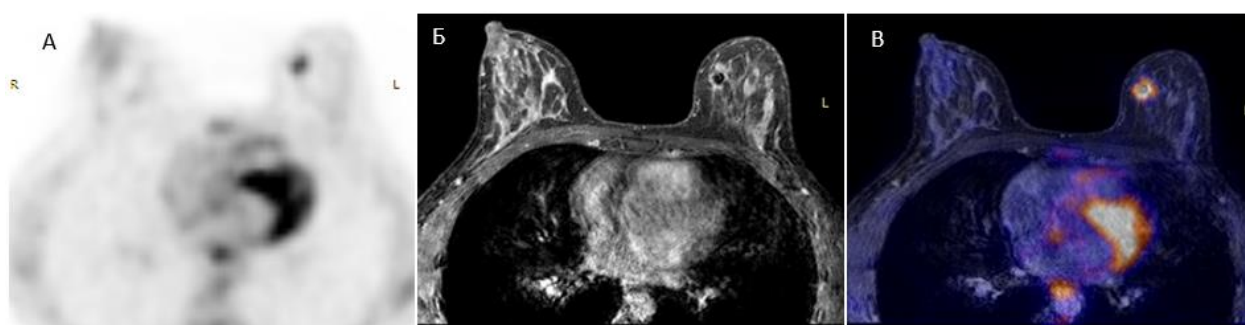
Гиперметаболическая опухоль правой молочной железы. А) ПЭТ с  $^{18}\text{F}$ -ФДГ с коррекцией аттенюации на базе МР-изображения, аксиальная реконструкция. Б) T1-ВИ с контрастным усилением, аксиальная реконструкция. В) Совмещенное изображение ПЭТ/МРТ, аксиальная реконструкция
